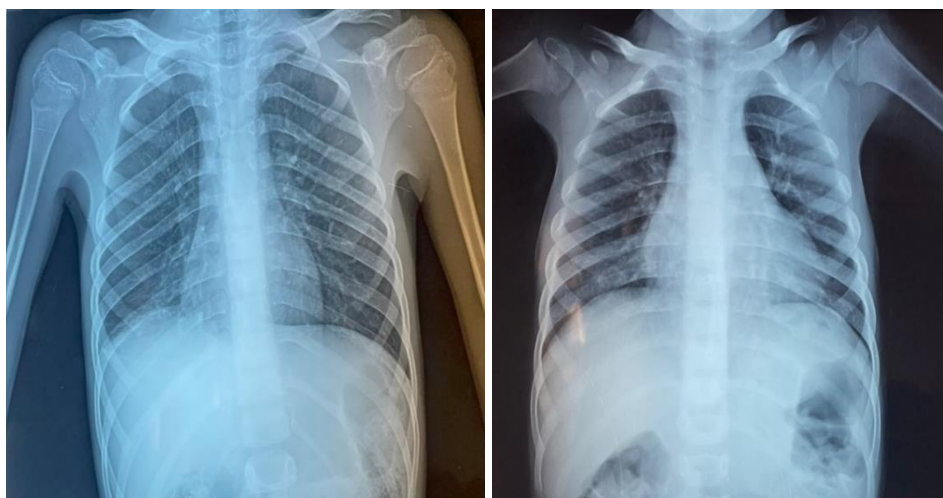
Clichés de radiographies thoraciques face après traitement
